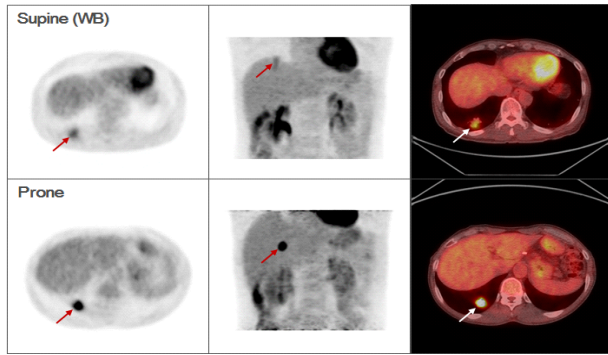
PET/CT image of the 12th patient showing a reduction in image blurring and a decrease in the misalignment distances between PET and CT.
